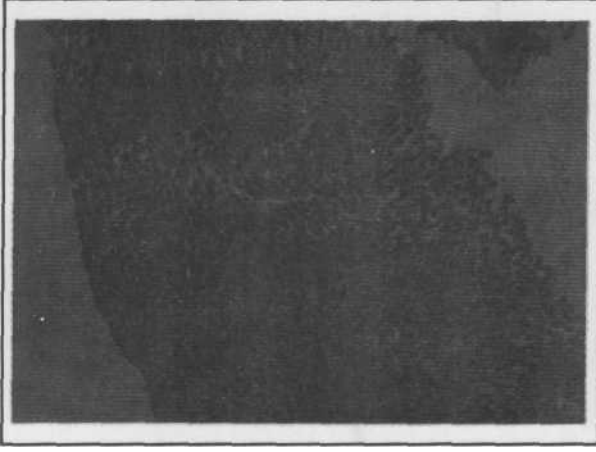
Abdominal Ultrasonografi
